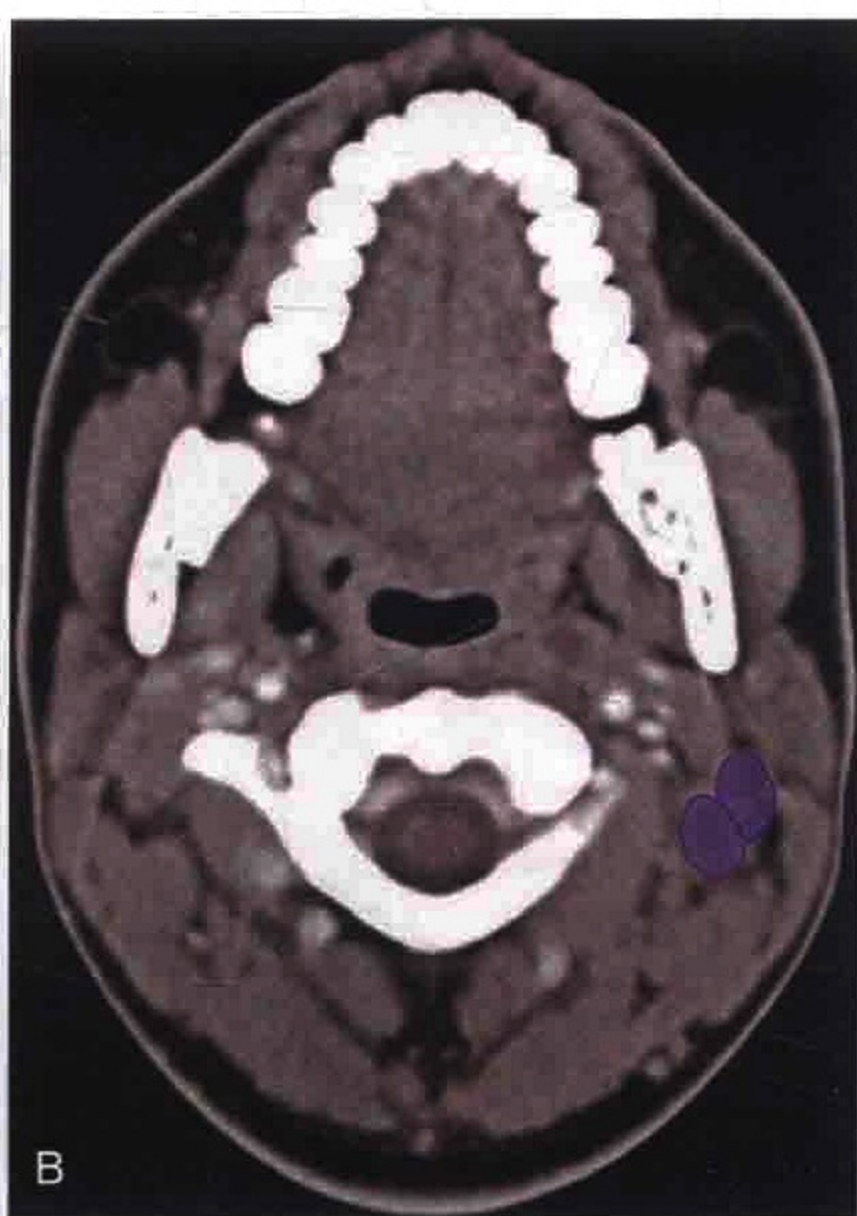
A. 横轴位 CT 增强扫描显示肿大的ⅡA区淋巴结。注意淋巴结中央的低密度代表坏死。B. 淋巴结被勾画出来
